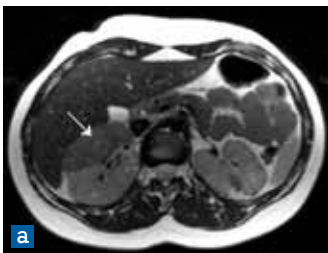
а) МРТ, аксиальный срез. T2 взвешенное изображение. Крупная АМА в правой почке (белая стрелка) б) МРТ, коронарный срез. T2 взвешенное изображение, полученное с подавлением МР сигнала от жира. Крупная АМА в правой почке (белая стрелка) в) МРТ, аксиальный срез. T2 взвешенное изображение. Крупная АМА в левой почке (белая стрелка).
